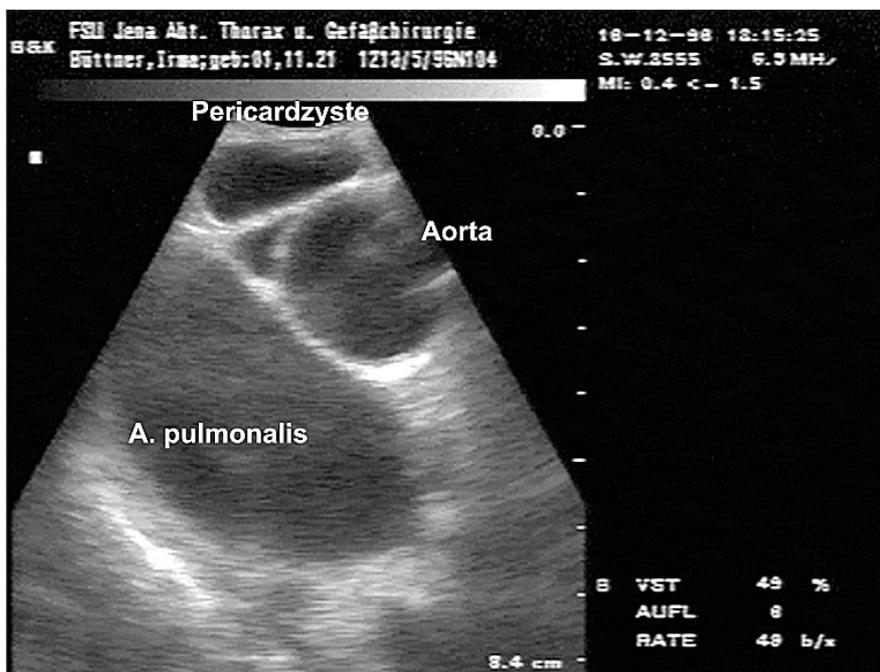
Thorakoskopisch-sonographische Identifizierung als Perikardzyste
